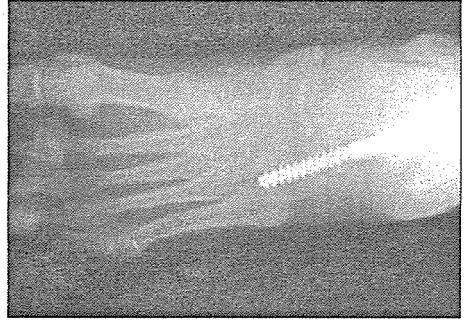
Aynı hastanın ameliyat sonrası ön-arka grafisi
